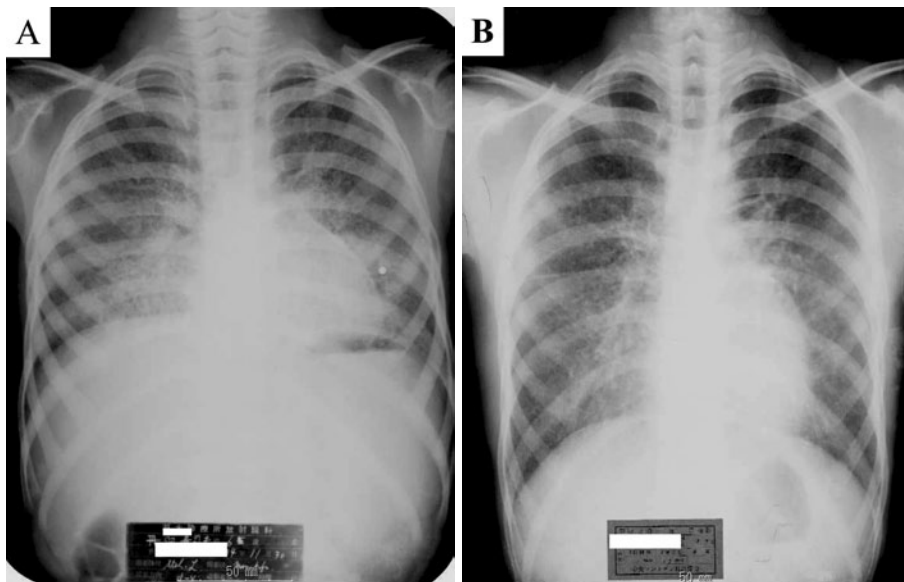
(A) Chest X-ray obtained at 6 years of age and (B) at 13 years, showing bilateral diffuse ground-glass opacities and faint calcific densities.
